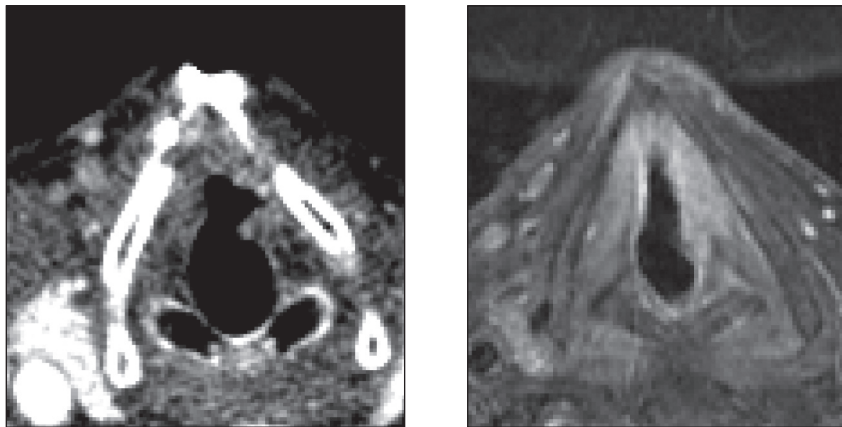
Coupe axiale dans le plan des cordes vocales en scanner (fenêtre parties molles) et en IRM T1 gadolinium FS. L'examen de scanner montre un envahissement des 2 CV et de la commissure antérieure. L'examen d'IRM retrouve une lésion de la moitié antérieure de la CV gauche et de la commissure antérieure. Des signaux anormaux de la partie antérieure de la lame thyroïde gauche et de l'aryténoïde gauche ont été notés comme pathologique.
